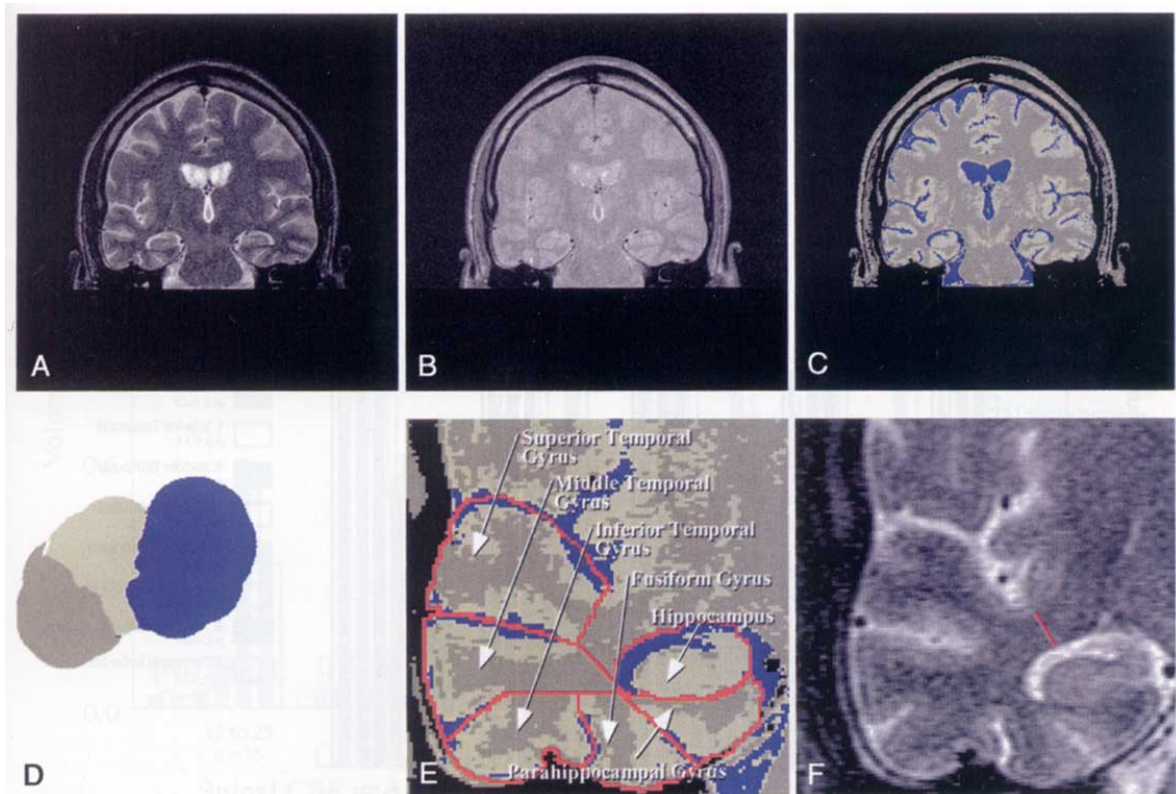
Imagens de ressonância magnética nuclear (RMN) usadas na determinação de volumes de estruturas cerebrais. A; RMN coronal ponderada em T2. B; RMN ponderada intermédia. C; RMN segmentada de A e B. D; caracterização espacial mostrando a separação do CSF (azul), substância branca (cáqui), e a substância cinzenta (café). E; RMN segmentada encerrada do lobo temporal direito descreve o hipocampo e os 5 giros. F. A linha vermelha indica a extensão da substância branca desde a base do sulco temporal superior à base do sulco rinal e define a medida da haste temporal.
